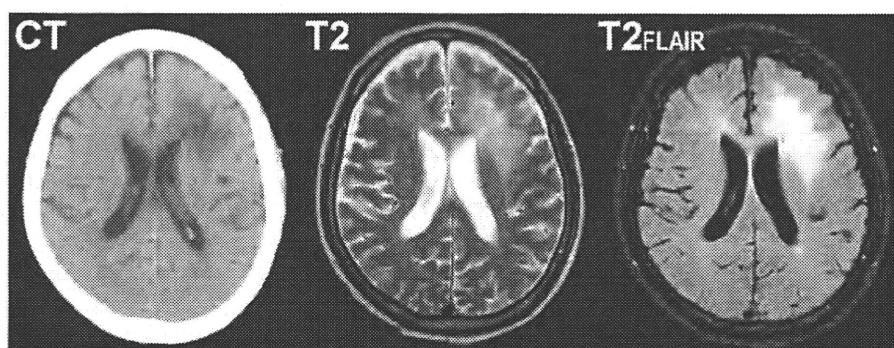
進行性多巣性白質脳症(PML)患者のCT・MRI所見
